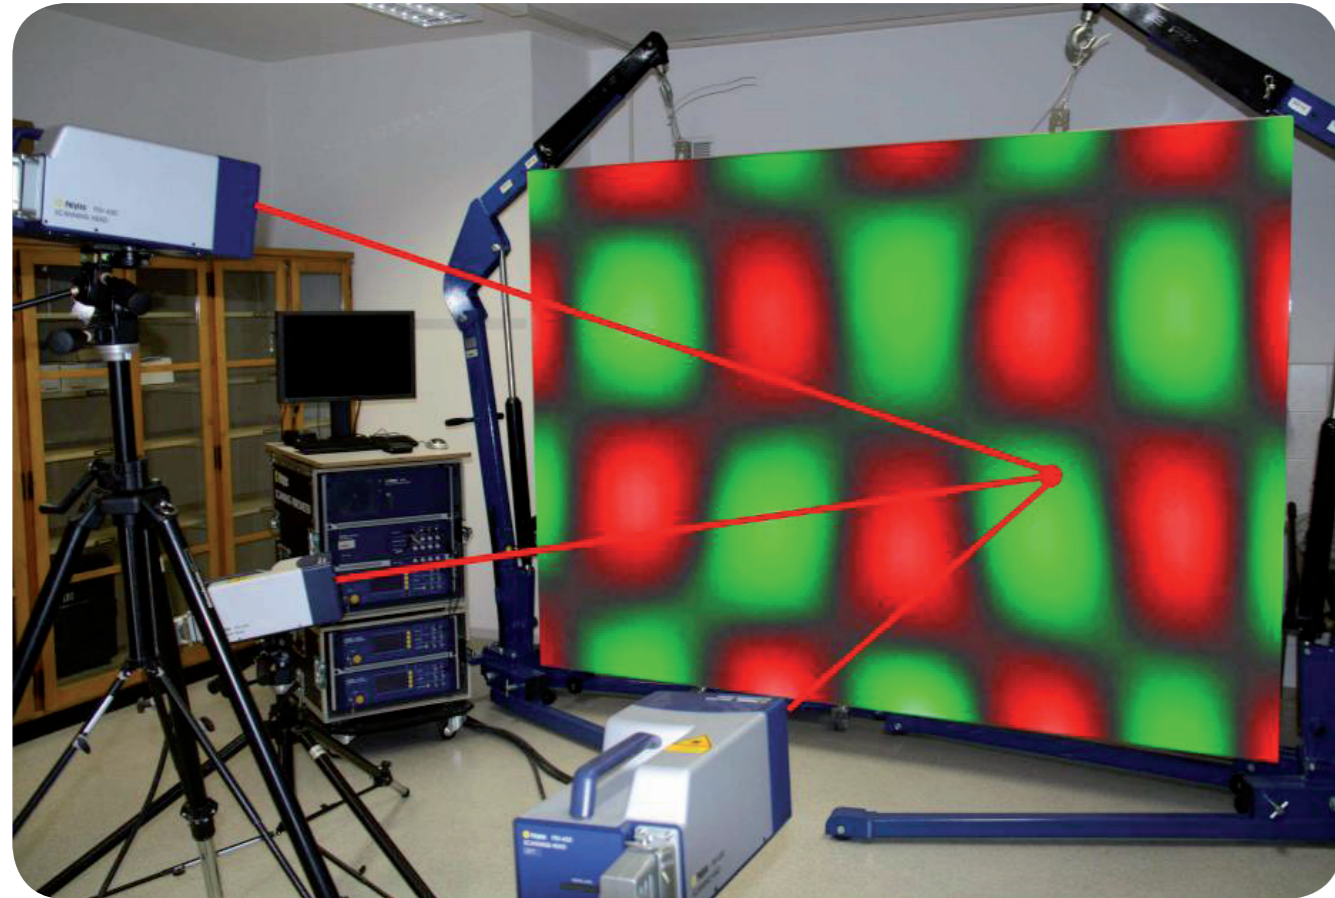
Laser-Doppler-3D Vibrometer
